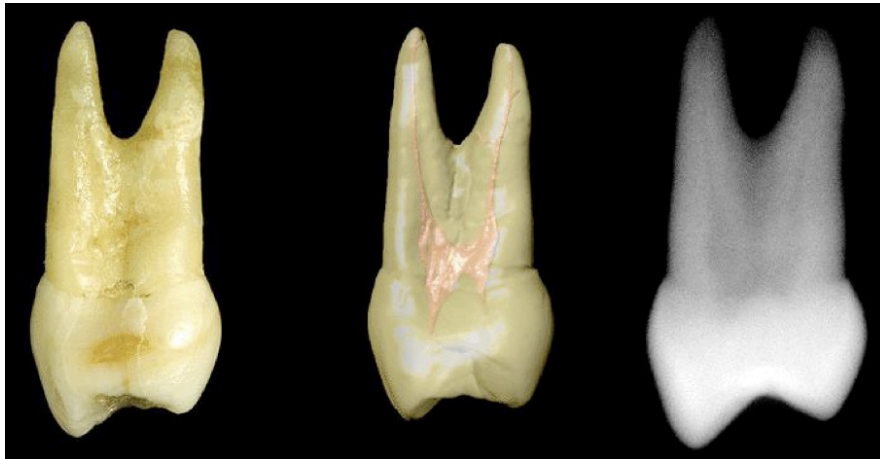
Anatomie eines Oberkiefer-Prämolaren, dreidimensionale Darstellung der Wurzelkanäle und analoge zweidimensionale Röntgenaufnahme [36].
